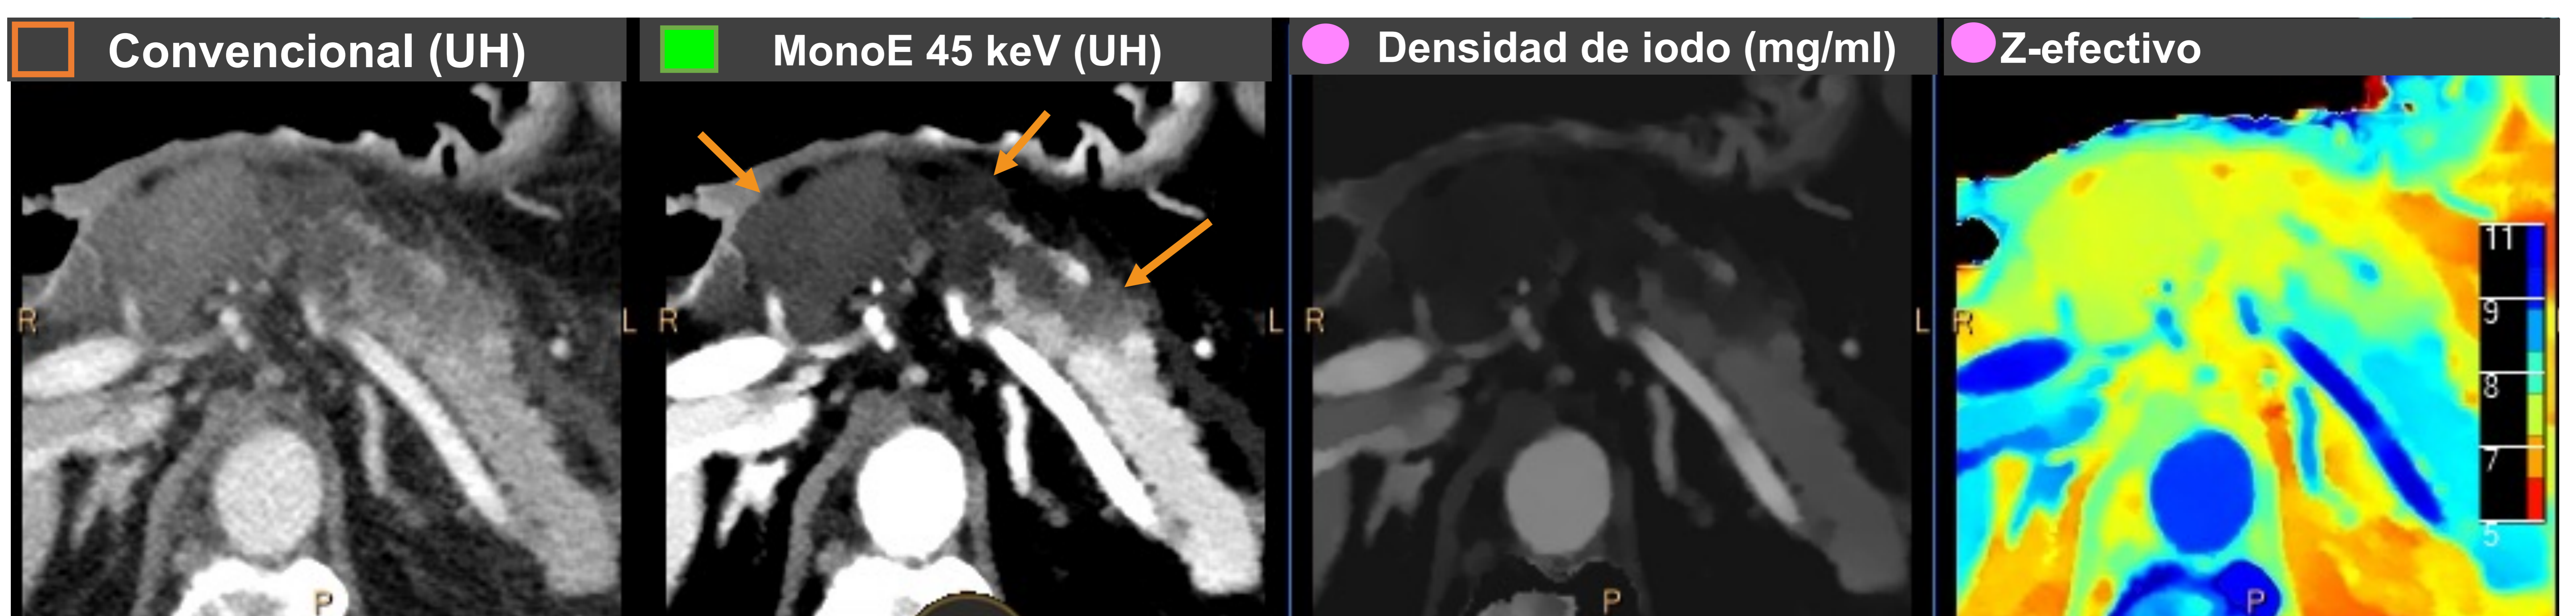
Pancreatitis aguda necrotizante. Imágenes ampliadas de glándula pancreática de TC abdominal con contraste con realce heterogéneo del páncreas. En los mapas monoE de baja energía y densidad de yodo se vuelven más evidentes las áreas de necrosis (señalado con flecha en el mapa monoE) y las áreas con realce preservado.
